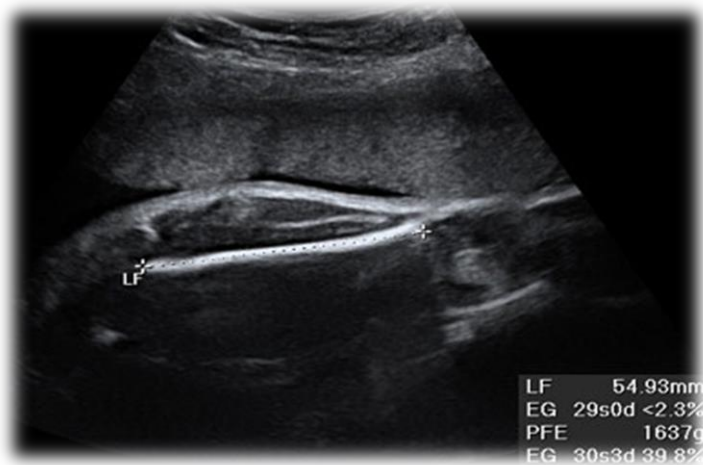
Ecografía de medición de la Longitud del fémur
